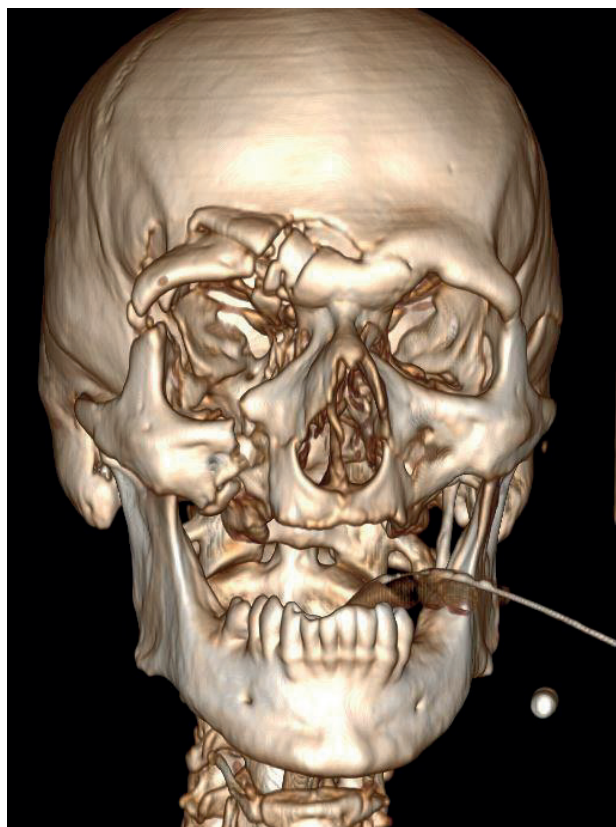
МСКТ лицевого скелета (09.12.2025). Оскольчатые переломы стенок лобной пазухи, орбит, решётчатой кости, верхнечелюстных пазух со смещением фрагментов.
